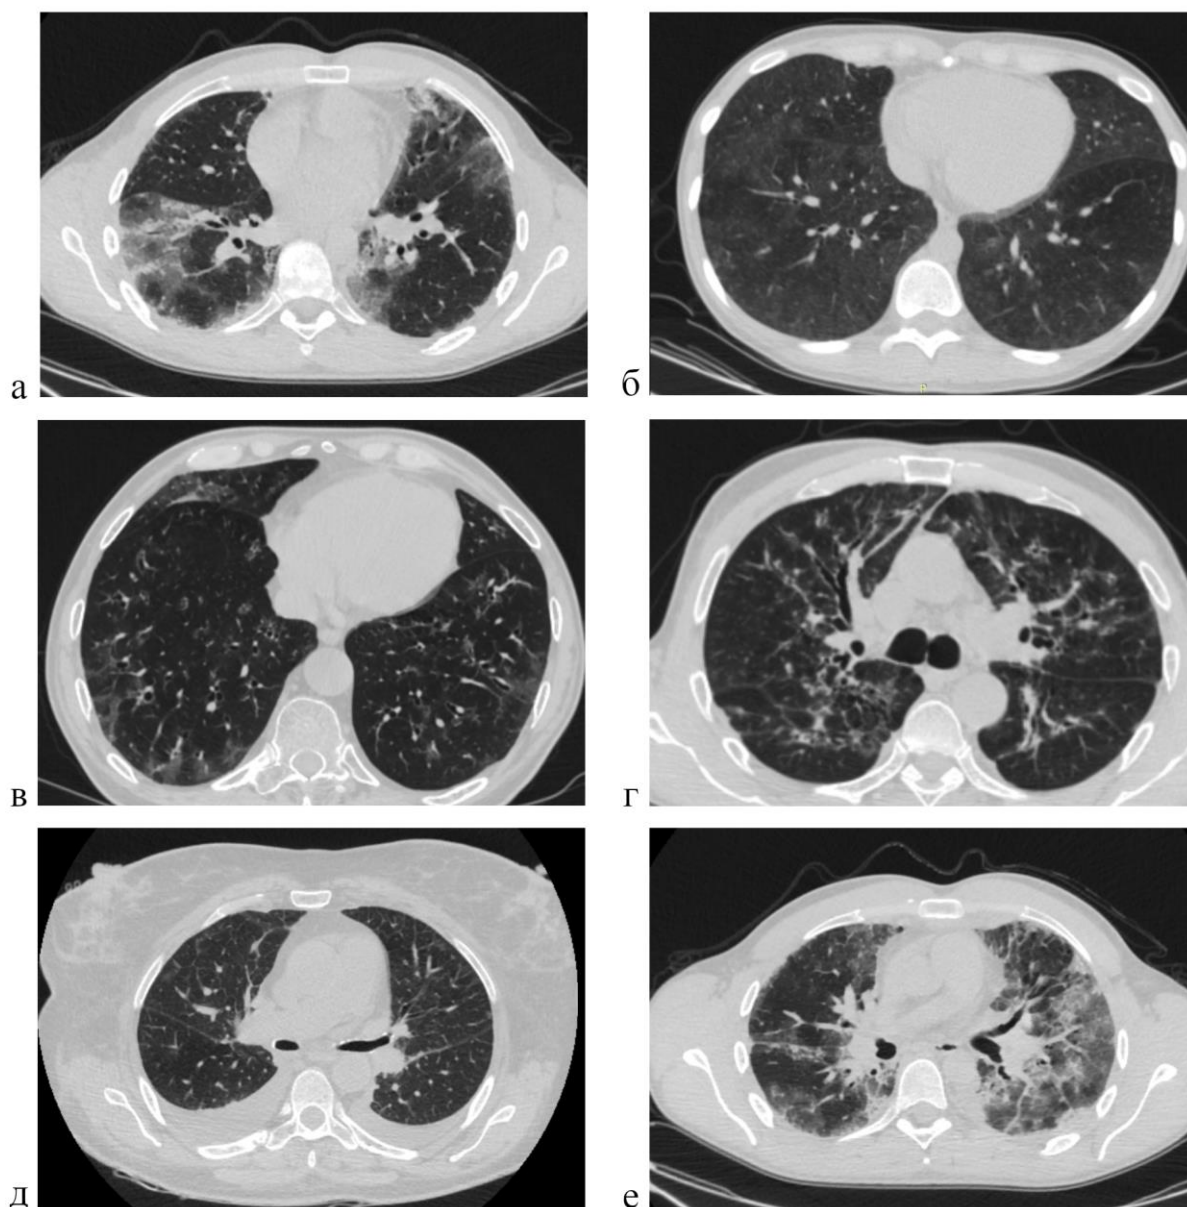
Наиболее типичные рентгенологические изменения при ЛИПЛ: а, б, в – затемнения по типу “матового стекла”, б – фиброзные изменения, в – очаговые изменения и плевральный выпот, г – ретикулярные изменения, д – выпот в плевральной полости, е – инфильтративные изменения.
